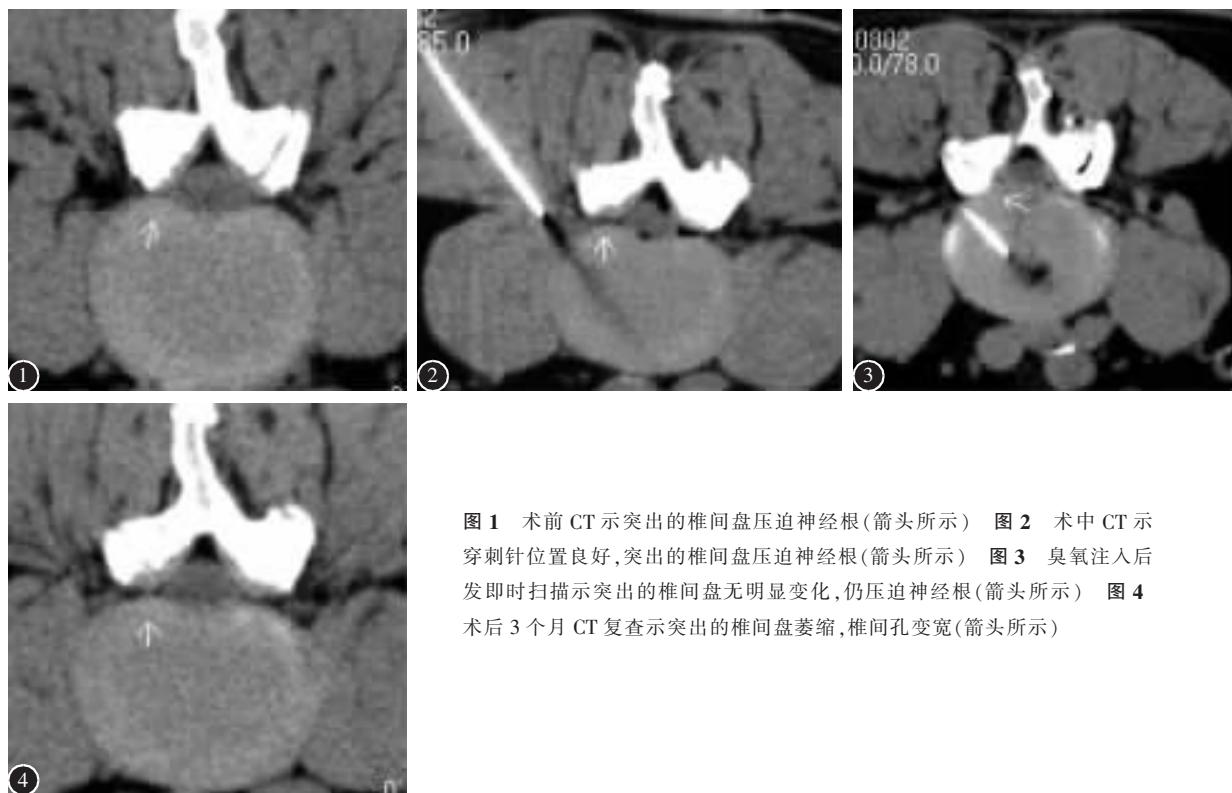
术前 CT 示突出的椎间盘压迫神经根(箭头所示) 图 2 术中 CT 示穿刺针位置良好,突出的椎间盘压迫神经根(箭头所示) 图 3 臭氧注入后即刻扫描示突出的椎间盘无明显变化,仍压迫神经根(箭头所示) 图 4 术后 3 个月 CT 复查示突出的椎间盘萎缩,椎间孔变宽(箭头所示)
